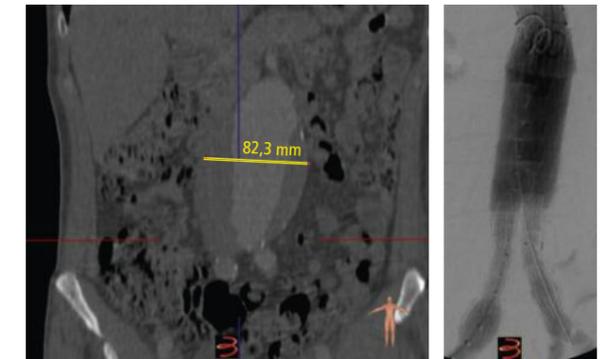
Präoperatives CT.
